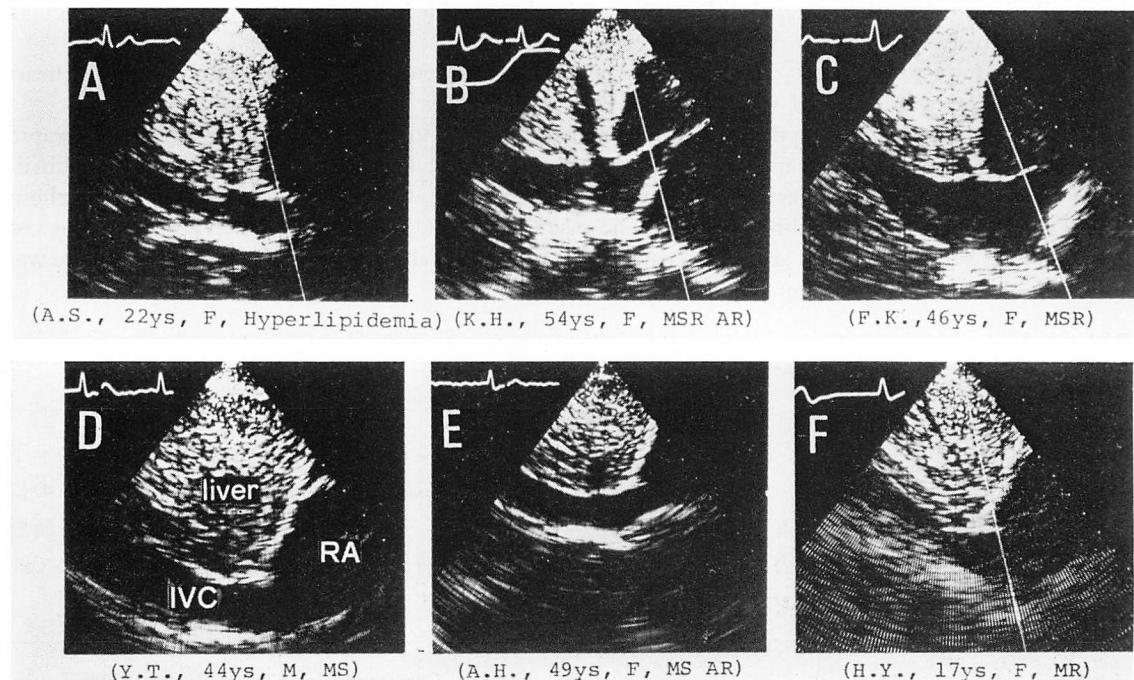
Two-dimensional echocardiographic features of the Eustachian valve.
